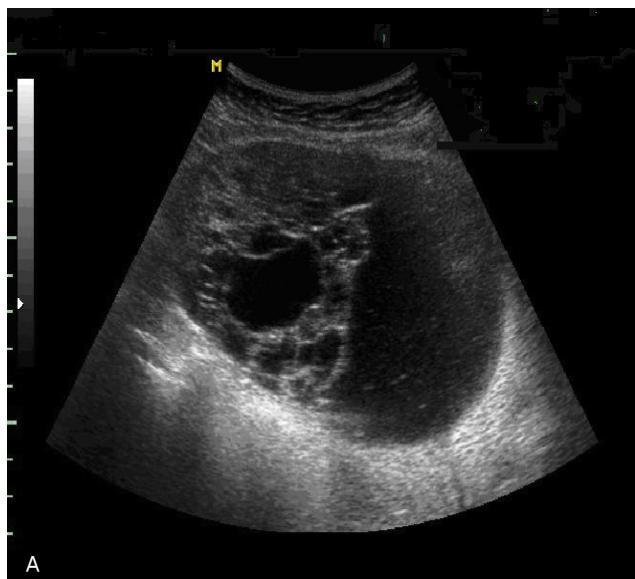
(A) Trans-abdominal ultrasonogram showed over 12 cm sized multi-septated solid cyst in pelvic cavity. (B) Magnetic resonance imaging showed 12 cm sized, well-margined, multi-septated, huge mass including solid portion.
